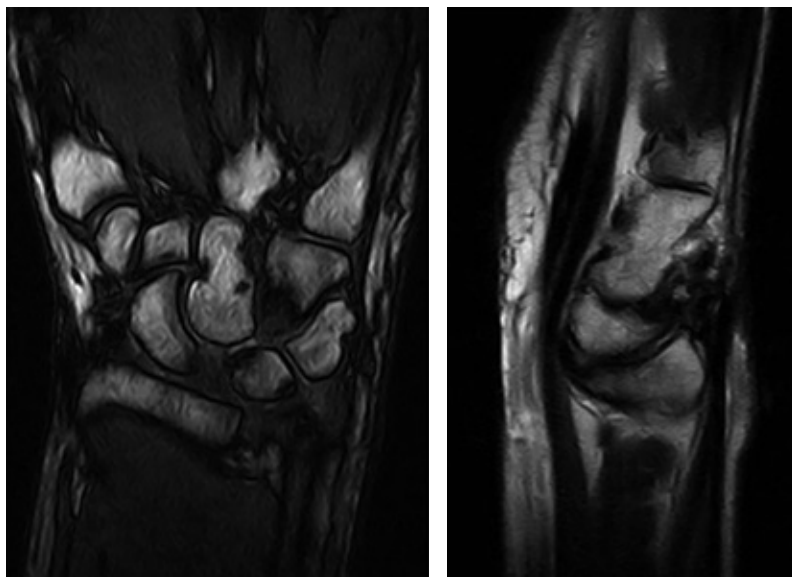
RMN polso eseguita ad un anno dall'intervento mostra una lieve diastasi scafo-lunata.
